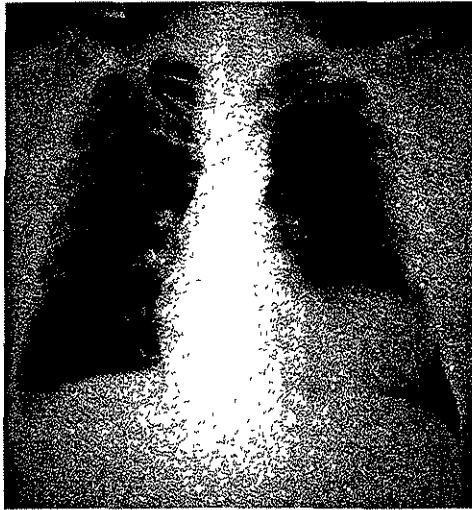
Telerradiografía de tórax correspondiente a un tumor de mediastino medio, quiste pericárdico
